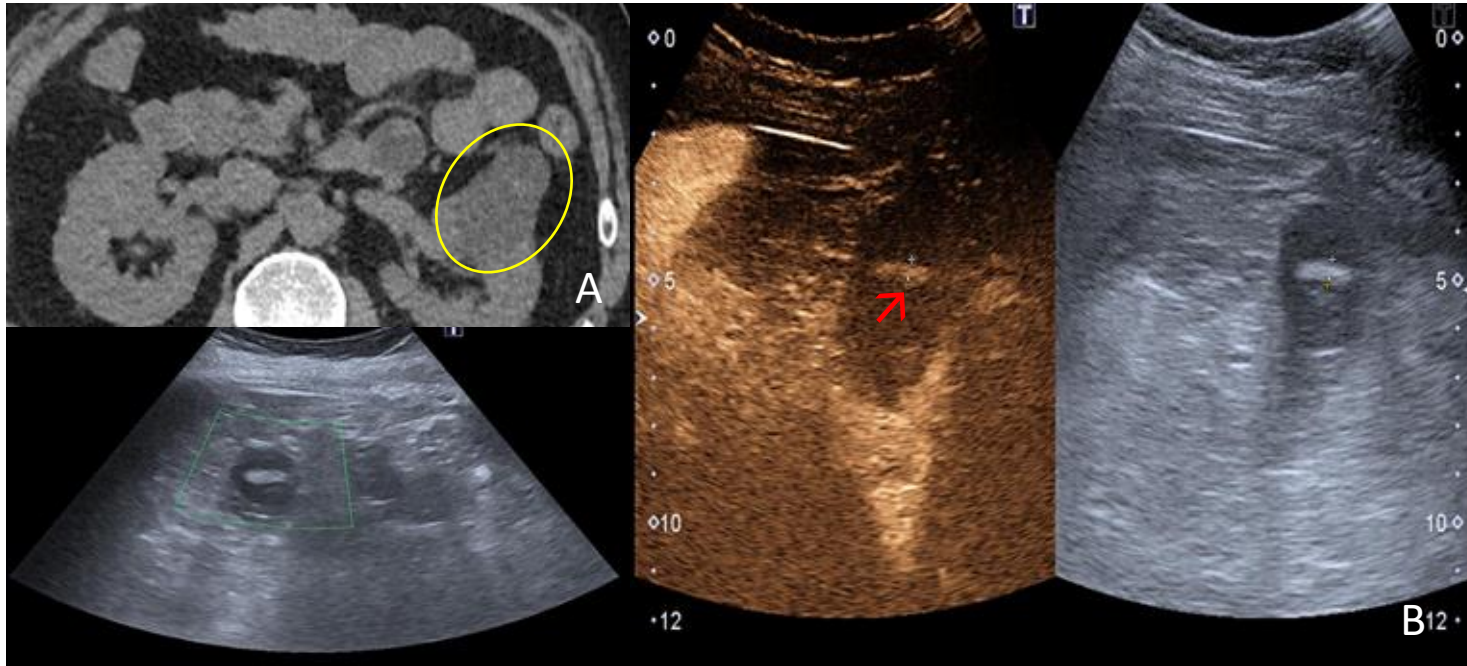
Varón de 46 años que acude a urgencias por una colecistitis y en la ecografía se observa un quiste tabicado. A. TC abdominal sin contraste IV por temor del paciente en el que se ve quiste renal izquierdo de morfología alargada tabicado. B. Ecografía con contraste. Quiste cortical en riñón izquierdo con al menos dos tabicaciones, una grosera con un espesor de 3,5 mm con realce tras la administración de contraste (→) (Bosniak IIF).
